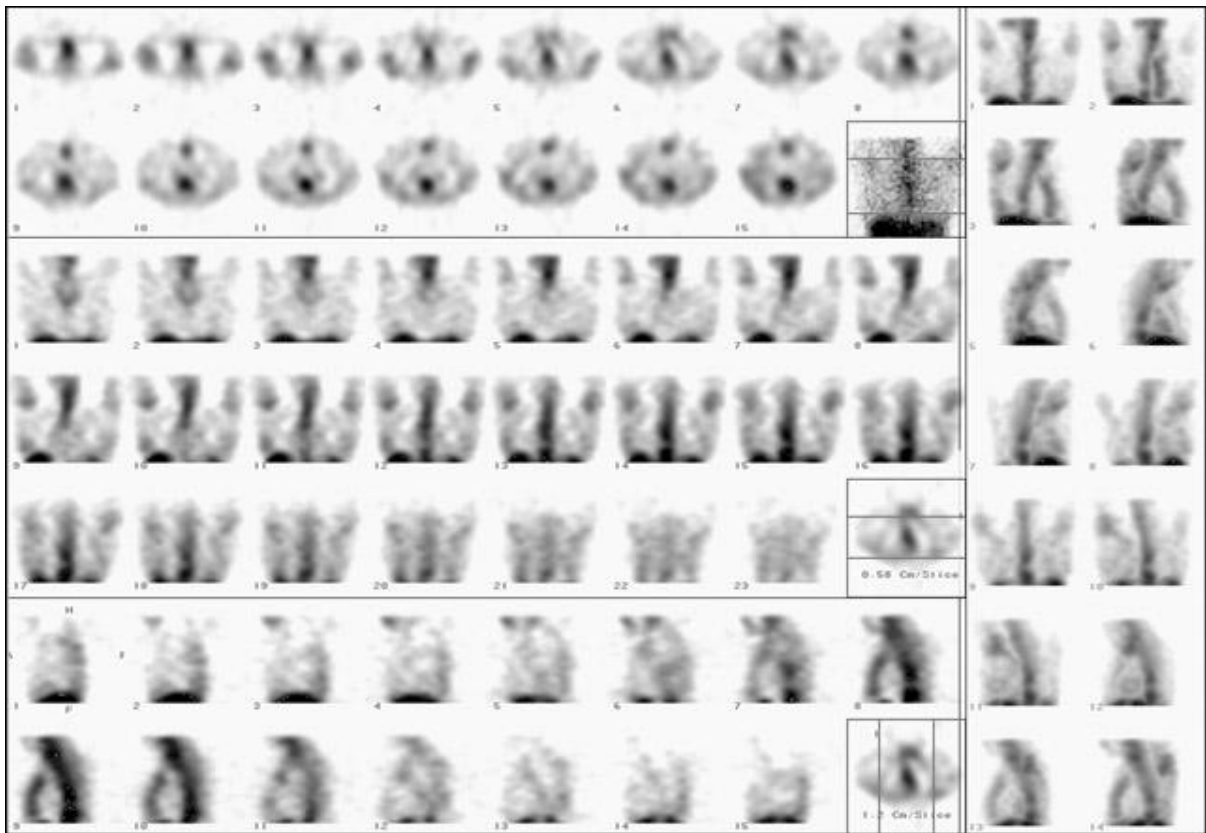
SPECT hepatoesplénico con  $^{99m}\text{Tc}$ -coloide de azufre. Las dos filas superiores corresponden a los cortes transversales (o transaxiales), desde abajo hacia arriba. Las dos filas centrales corresponden a los cortes coronales, desde adelante hacia atrás. Las tres filas inferiores corresponden a los cortes sagitales, desde el lóbulo derecho del hígado hasta el bazo. En la esquina inferior derecha de cada plano aparece una imagen de referencia indicando el rango de cortes tomográficos. Las dos columnas de la derecha corresponden a imágenes de la reconstrucción 3D de superficie (cortesía Servicio de Medicina Nuclear, AEPSM, Montevideo, Uruguay).
